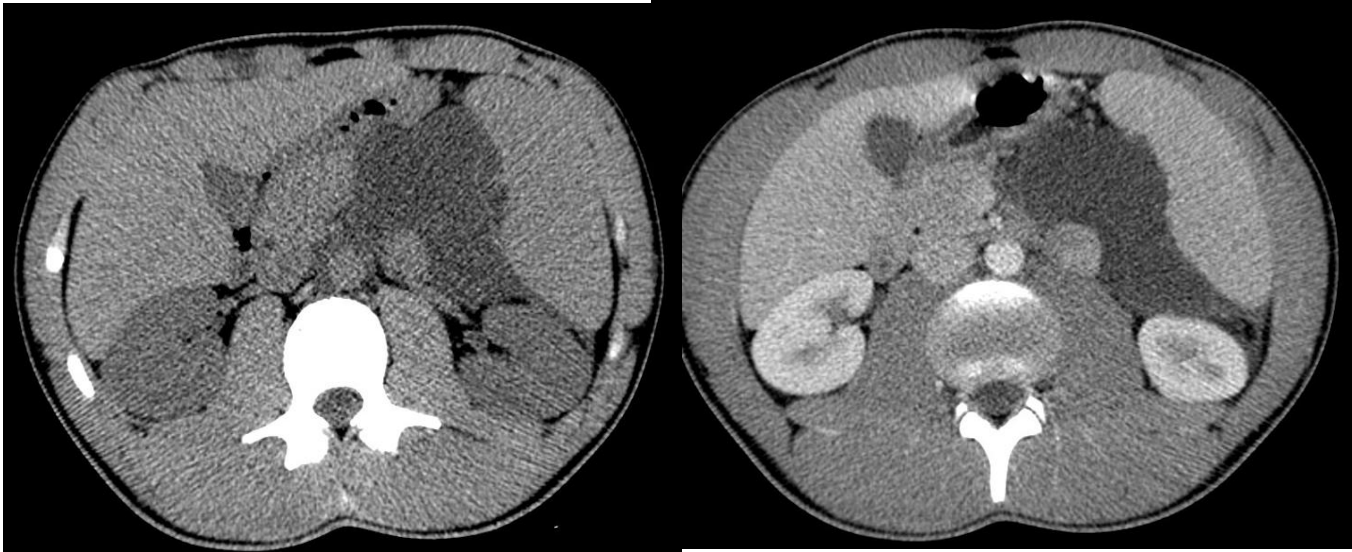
Caso 3. TC sin (A) y tras la administración de contraste (B) correspondiente al paciente del caso 3. Masa quística retroperitoneal, en proximidad al hilio esplénico y caudal a este con sutil realce parietal y de los septos finos en su interior.
